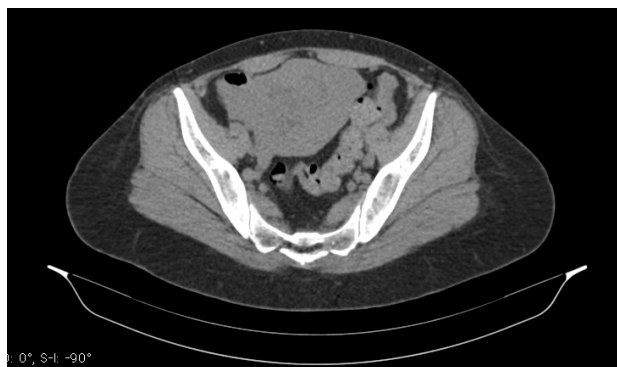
Tomografia computadorizada de pelve evidenciando cavidade uterina repleta com conteúdo heterogêneo sugestivo de Mola Hidatiforme
